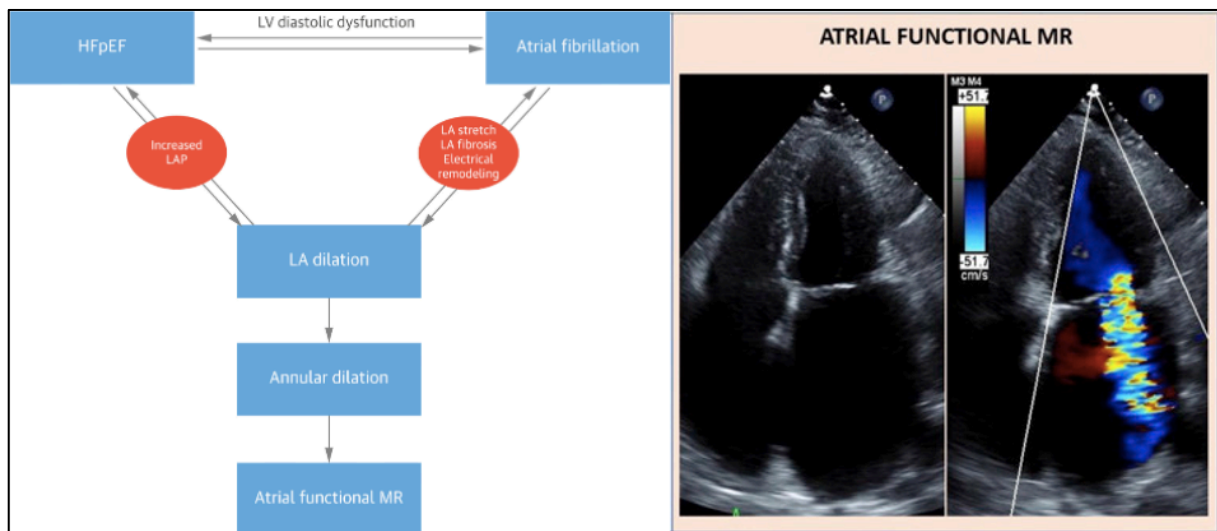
Links – Pathophysiologie der aSMI bei Patient\*innen mit Vorhofflimmern und Herzinsuffizienz mit erhaltener Ejektionsfraktion (HFpEF). LV – Linker Ventrikel. LA – Linkes Atrium; Rechts – Echokardiographische Darstellung einer aSMI mit (rechts) und ohne (links) farbkodierter Duplexsonographie. Der zentrale Jet ist farbig im dilatierten linken Atrium dargestellt (Deferm et al., 2019).
